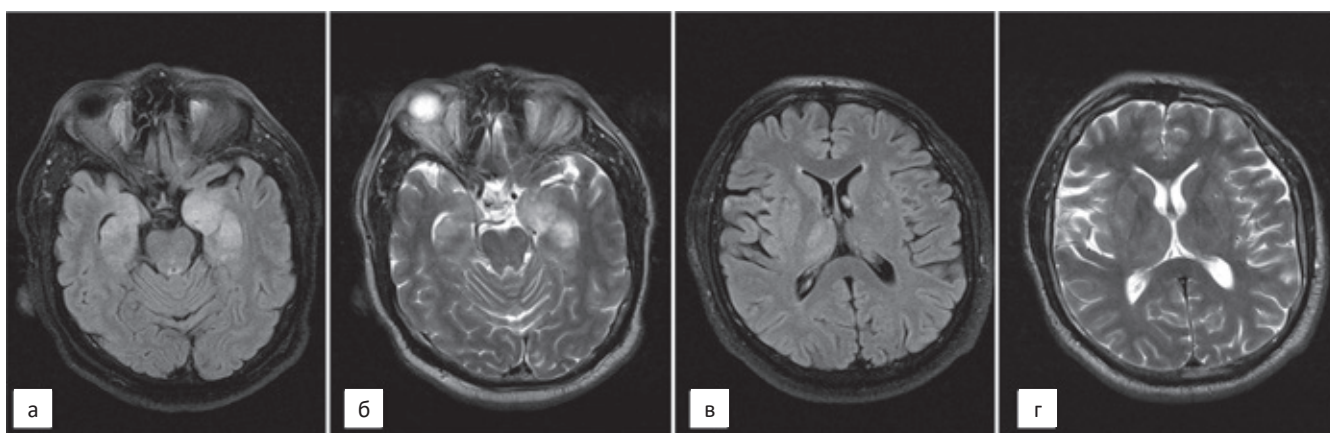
МРТ головного мозга. В режимах T₂ FLAIR (А, Б) и T₂ (Б, Г) в аксиальной проекции на уровне гиппокампов и подкорковых ядер отмечается повышение интенсивности сигнала от гиппокампов (больше слева), парагиппокампальных областей и правого таламуса с некоторым увеличением их объема
